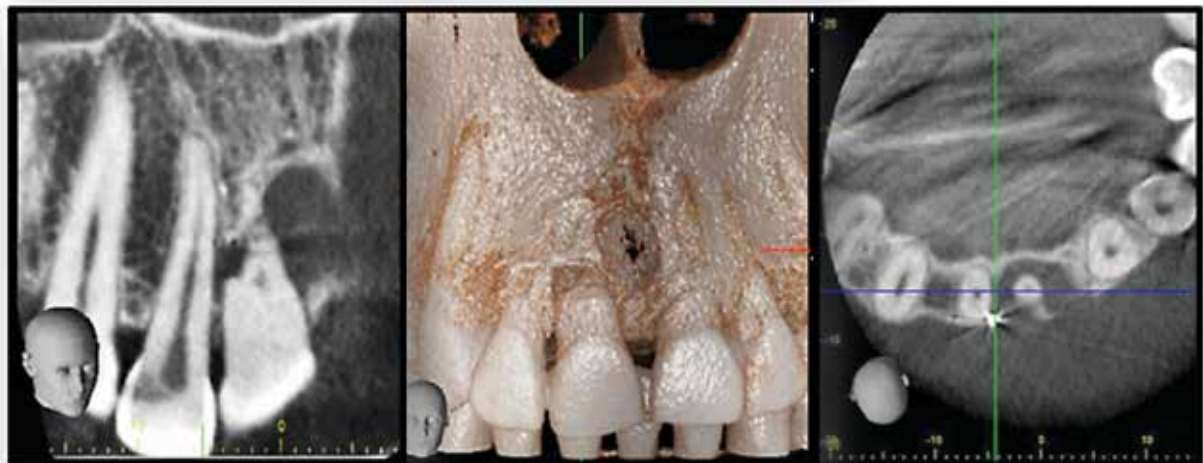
Área de la lesión mostrada mediante tomografía computarizada en diferentes angulaciones y 3D, donde se muestra la dilaceración de la raíz hacia mesio-palatino.
